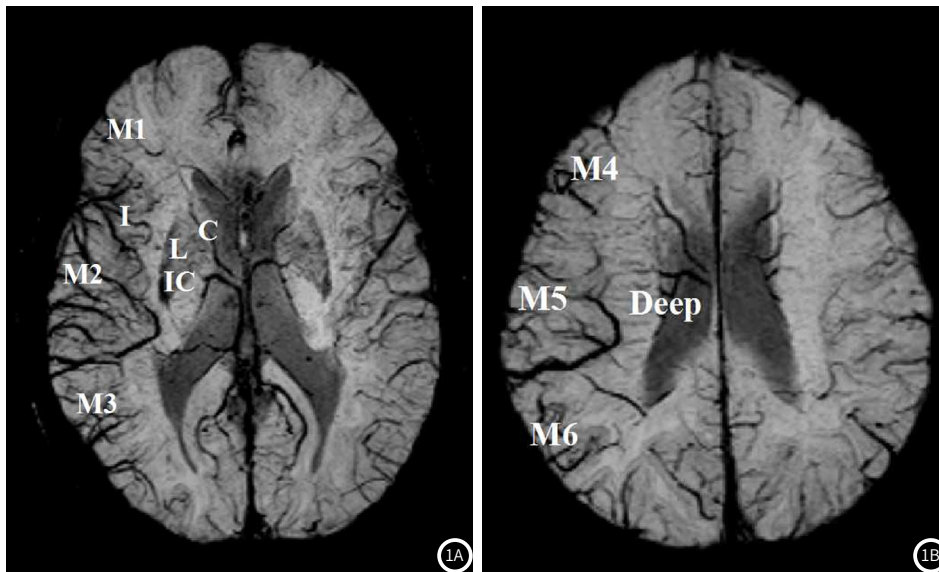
改良SWI-ASPECT评分。图1A 基底节水平大脑中动脉前皮质区(M1)、大脑中动脉岛叶外侧皮质区(M2)、大脑中动脉后皮质区(M3)、岛叶(I)、尾状核(C)、豆状核(L)和内囊(IC)。图1B 基底节上方水平大脑中动脉皮质供血区前、侧、后部的M4、M5、M6及侧脑室旁深髓静脉区(Deep)。
